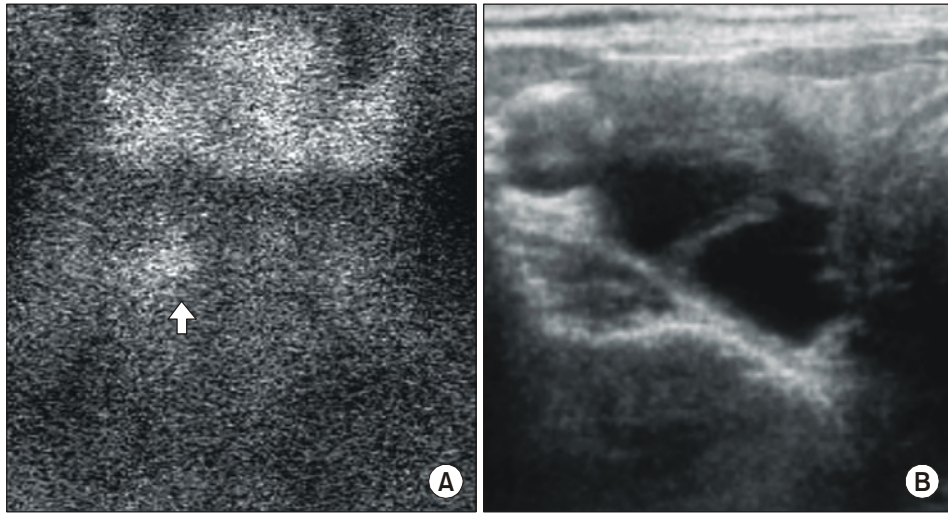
Functional parathyroid cyst. ^{99m}Tc sestamibi scan showing a focus of delayed washout (white arrow) in the middle portion of the right thyroid gland (A) and ultrasonographic finding showing a 2.1×1.3×2.8 cm-sized septated hypoechoic nodule with internal echogenic portion adjacent to the right thyroid gland (B).
